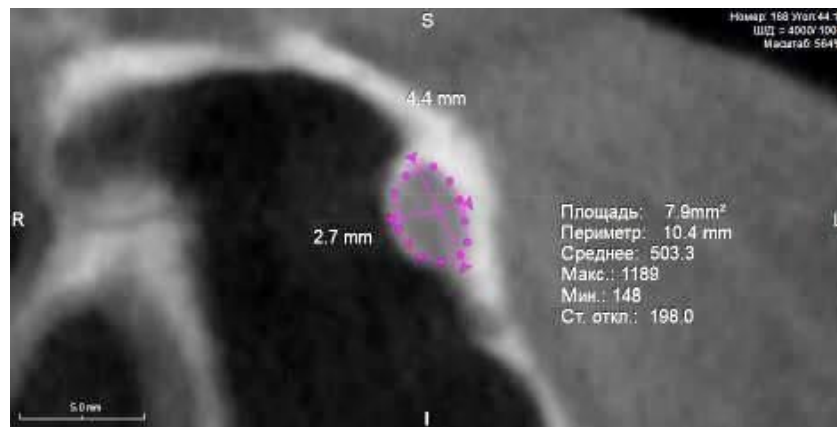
Определение морфометрических параметров подглазничного отверстия справа на сагитальном реформате конусно-лучевой компьютерной томограммы
